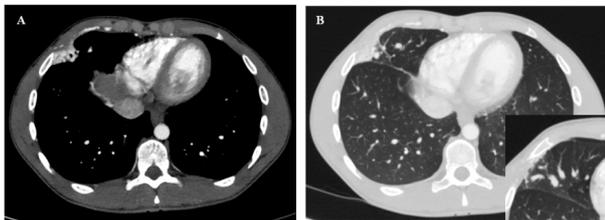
Cortes axiales de angio-TC torácica. Imagen A: se objetiva ovillo vascular aberrante en la periferia del segmento lateral de LM en contacto con la pared costal, que con ventana específica de pulmón (imagen B), presenta tenue opacidad en vidrio deslustrado del parénquima pulmonar adyacente
